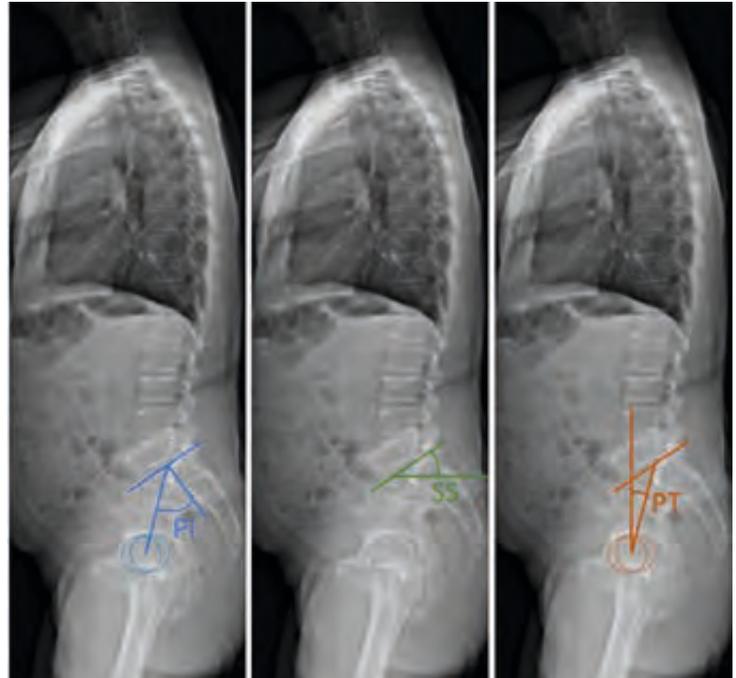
Messung der Beckenparameter Pelvic Incidence (PI), Sacral Slope (SS) und Pelvic Tilt (PT) im stehenden seitlichen Röntgenbild.
